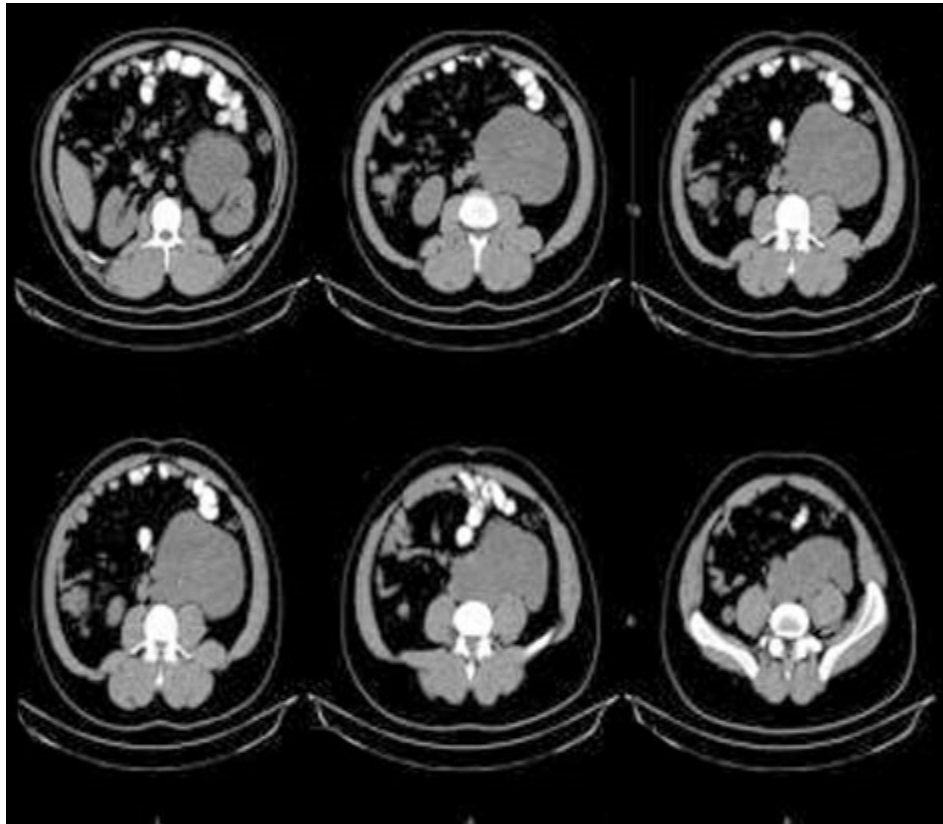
TAC con tumor retroperitoneal.
